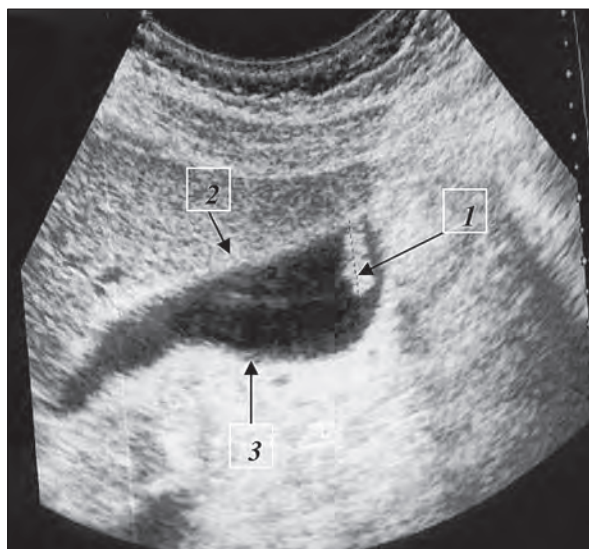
УЗИ. Холестероз желчного пузыря. Полипозная форма: 1 — гиперэхогенное образование с фестончатыми контурами; 2, 3 — неравномерно утолщенная стенка ЖП
